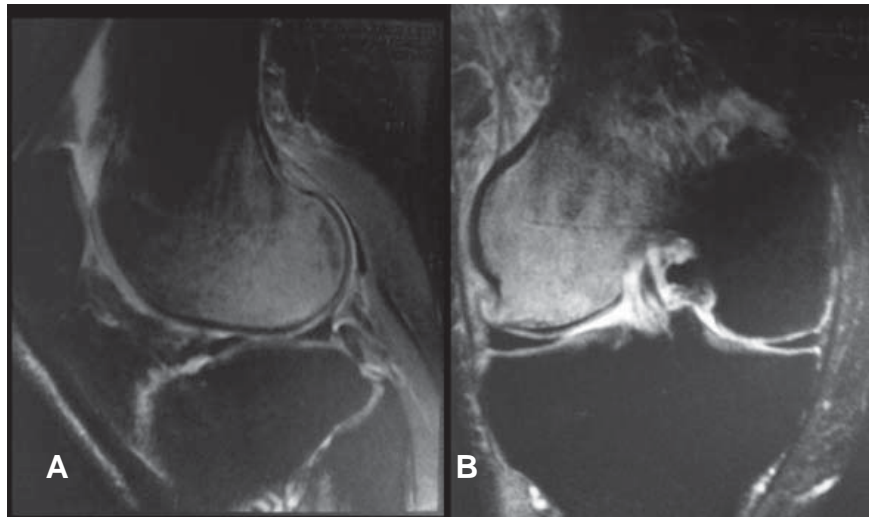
RMN ao joelho direito de Dezembro de 2008. Três meses depois do início dos sintomas, nas imagens visualiza-se no côndilo femoral externo uma alteração linear da intensidade do sinal do osso subcondral, a que se associa extenso edema da medula óssea. A) corte no plano sagital, B) corte no plano coronal; A) e B) apresentam hipersinal.
